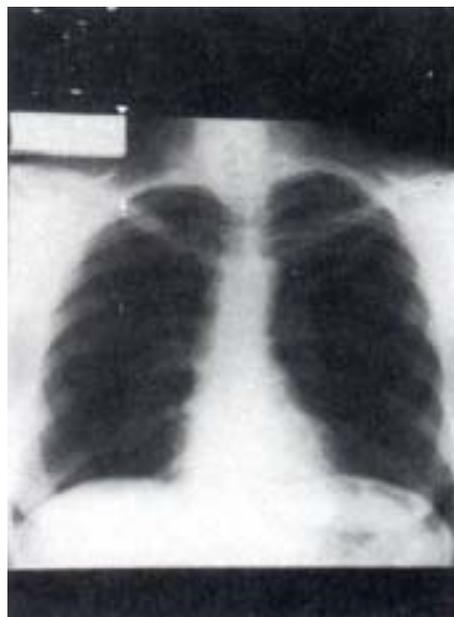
Radiografía de tórax control posterior al tratamiento: se puede observar ausencia de imágenes radiológicas sugestivas de metástasis en los campos pulmonares.
